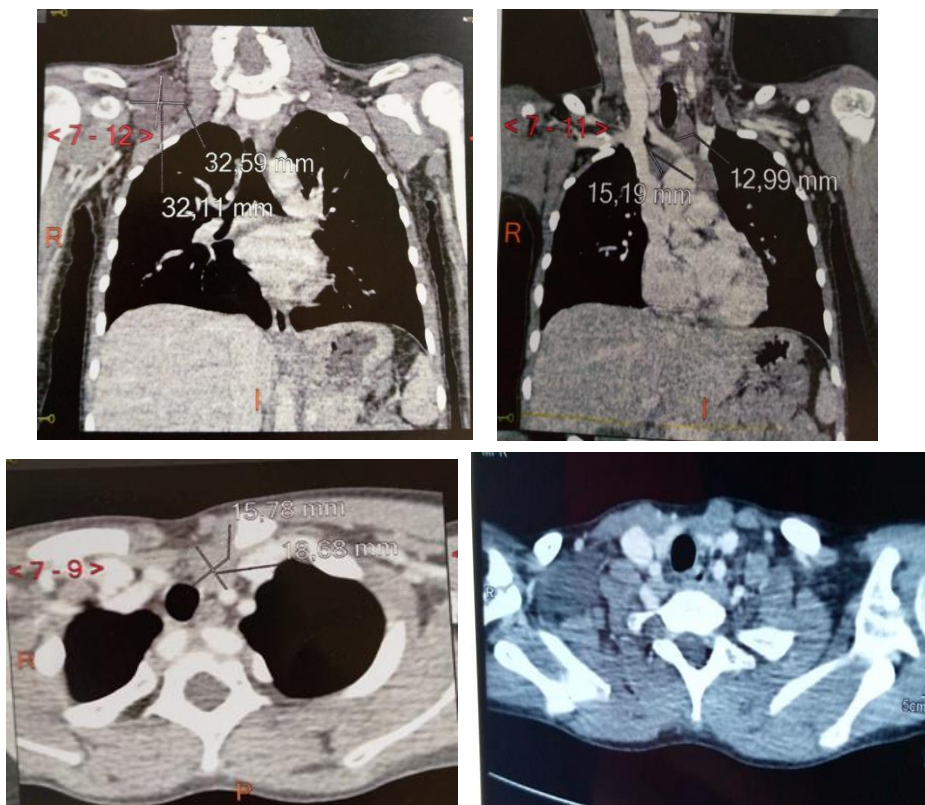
TDM cervico-thoracique en coupes sagittales et axiales montrant un LK sus-claviculaire droit avec des multiples adénopathies cervicales et médiastinales.
